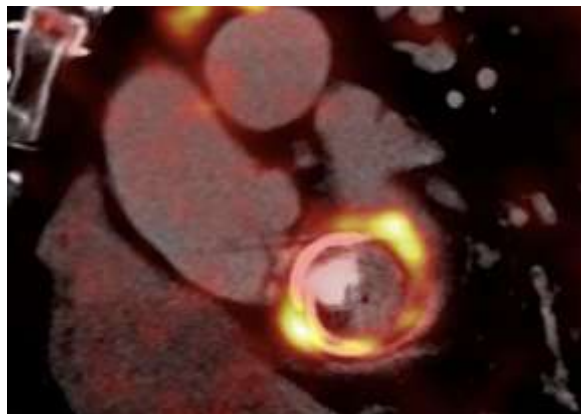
Femme de 61 ans avec bactériémie sur prothèse mitrale à Staphylococcus epidermidis, 13 mois après l'implantation. PET/CTA a montré une hyperfixation focale de la FDG au niveau de l'anneau prothétique
